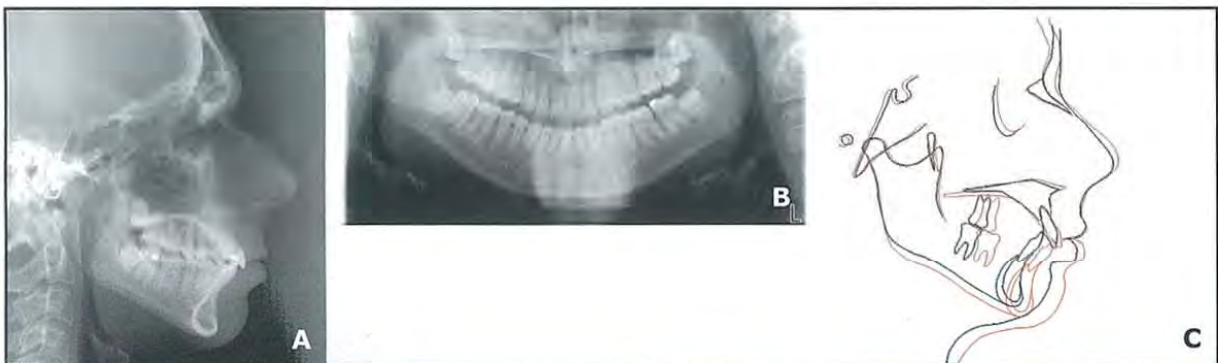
Figuras 10 a y 10 b. Telerradiografía final; Figura 10 c. Superposición cefalométrica de los trazados inicial y final
